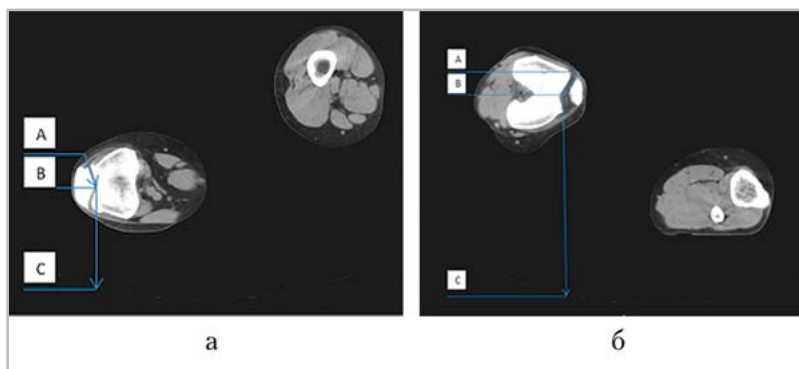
МСК-томограммы: *a* — положение пациента на правом боку; *б* — положение пациента на левом боку при сгибании коленных суставов на 10–15°. Расчеты проведены для КТ-сканов с максимальной шириной пателлофemorального сочленения для медиального (*a*) и латерального (*б*) полей
